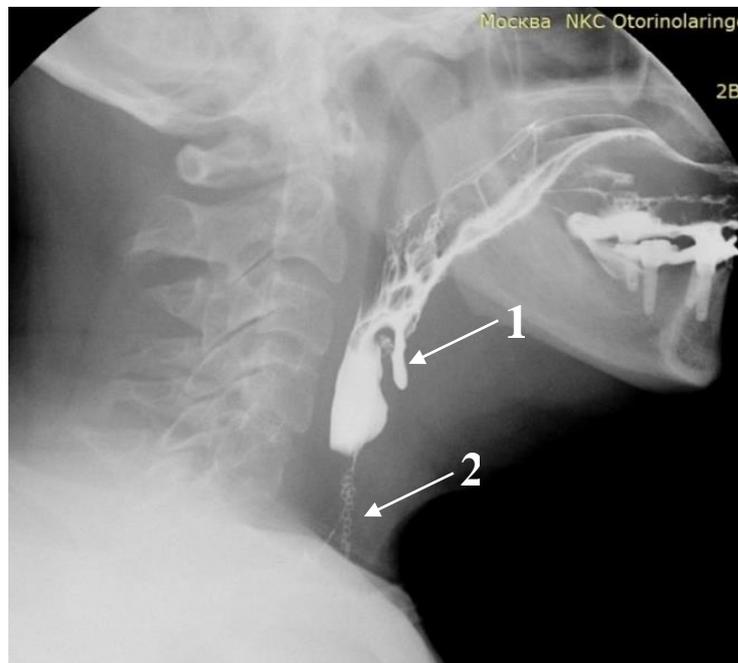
Рентгеноскопическое изображение ГПС: 1 - псевдодивертикул, 2 – сшивающие клипсы
